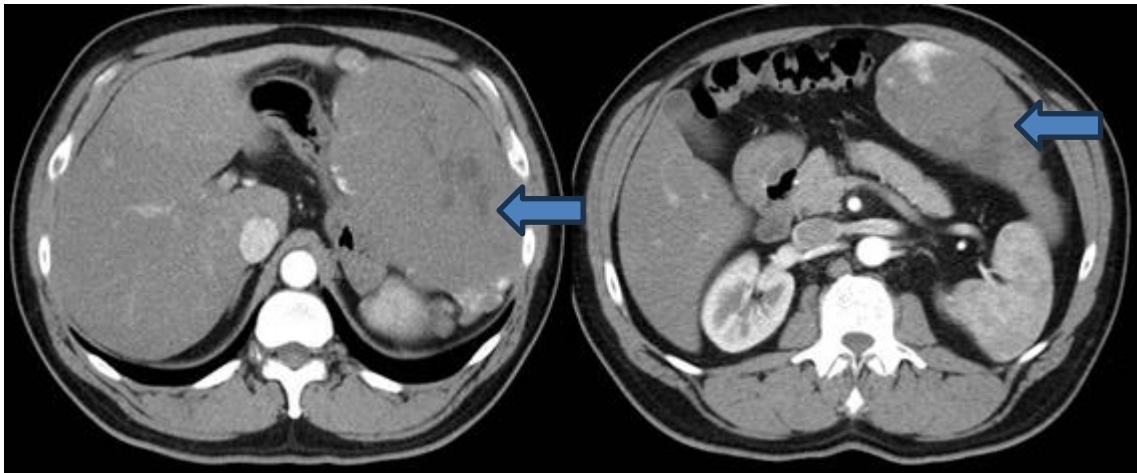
Tomografía de abdomen y pelvis con contraste, donde se evidencia masa hepática en lóbulo izquierdo que desplaza y comprime estómago (flecha azul).
